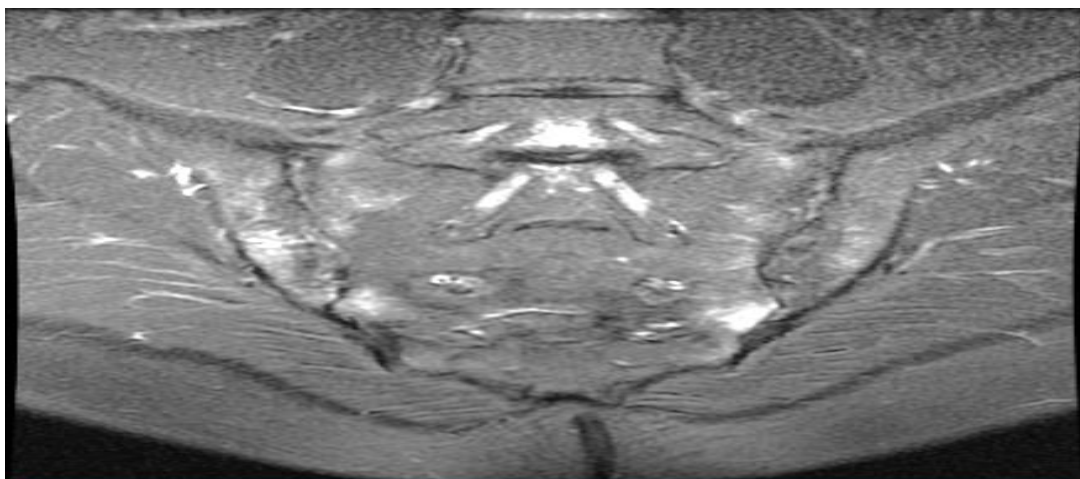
МРТ КПС Больного А, 23 лет в полукоронарной проекции (режим STIR T2). Отек костного мозга в виде участков высокоинтенсивного МР-сигнала в субхондральных отделах крестца с двух сторон.
